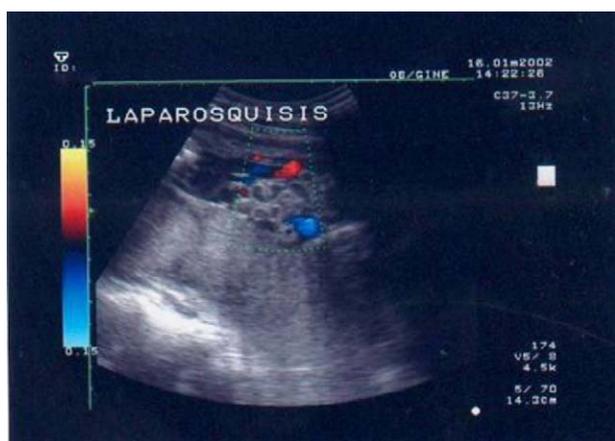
y 2 Ecografía realizada en el segundo trimestre que muestra asas libres flotando en el líquido amniótico.
